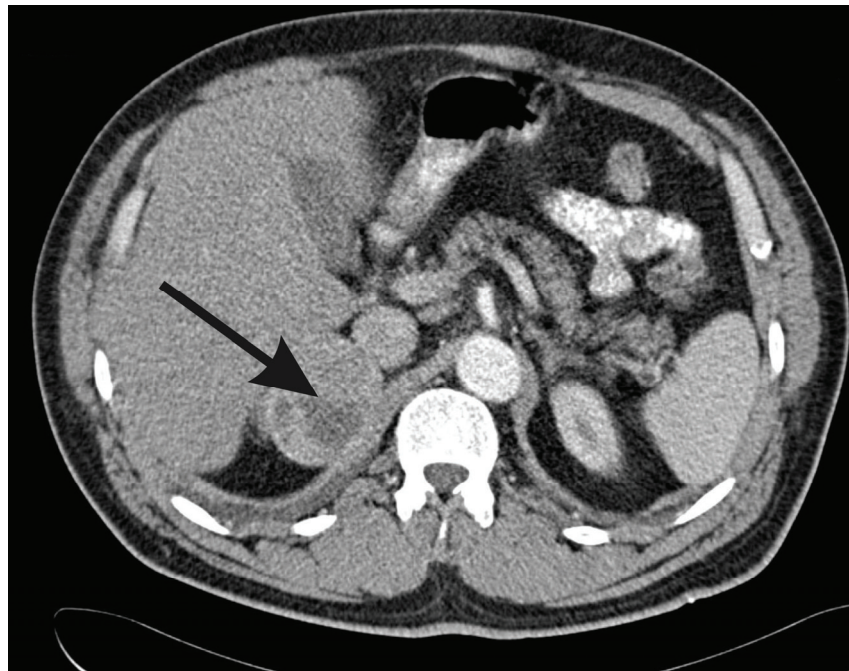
CT Befund. Der Pfeil zeigt auf das rechtsseitige Phäochromozytom.
